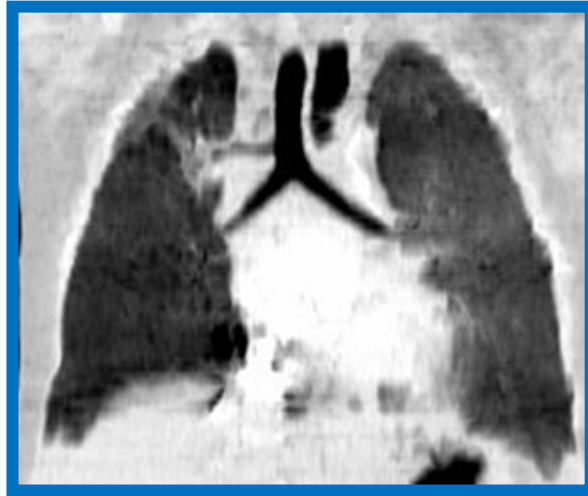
TC de tórax (reconstrucción MPR coronal). Se observa el origen del bronquio lobar superior en la cara lateral derecha del tercio inferior de la tráquea
